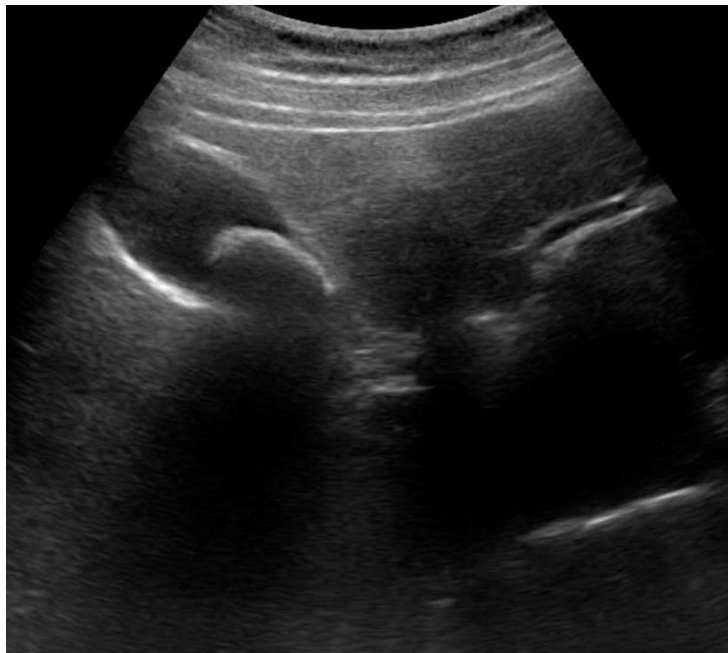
УЗИ. Обтурация желчного пузыря конкрементом, наличие слоистости и утолщения стенки желчного пузыря. Острый флегмонозный холецистит.
